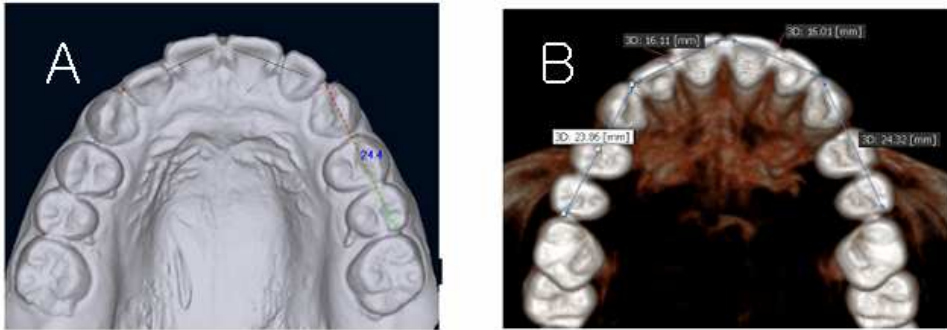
Measurements of available space. *A*, Measurements in 3D digital model; *B*, Measurements in CBCT image.
